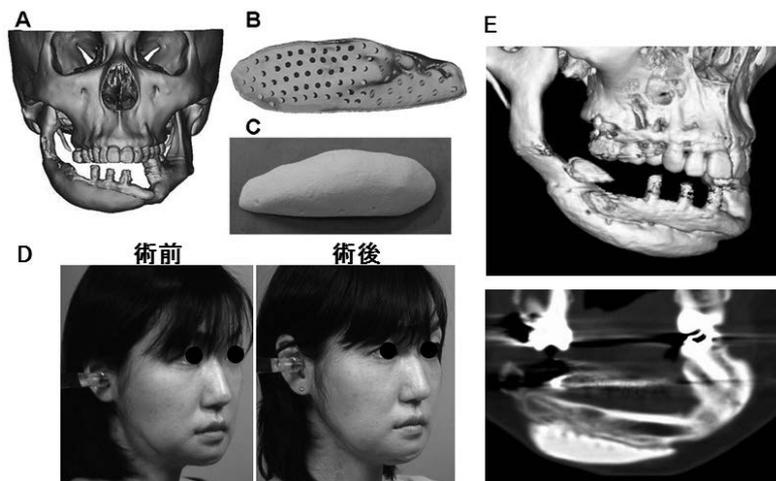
カスタムメイド型人工骨 (CT-Bone) の臨床応用 (2)
